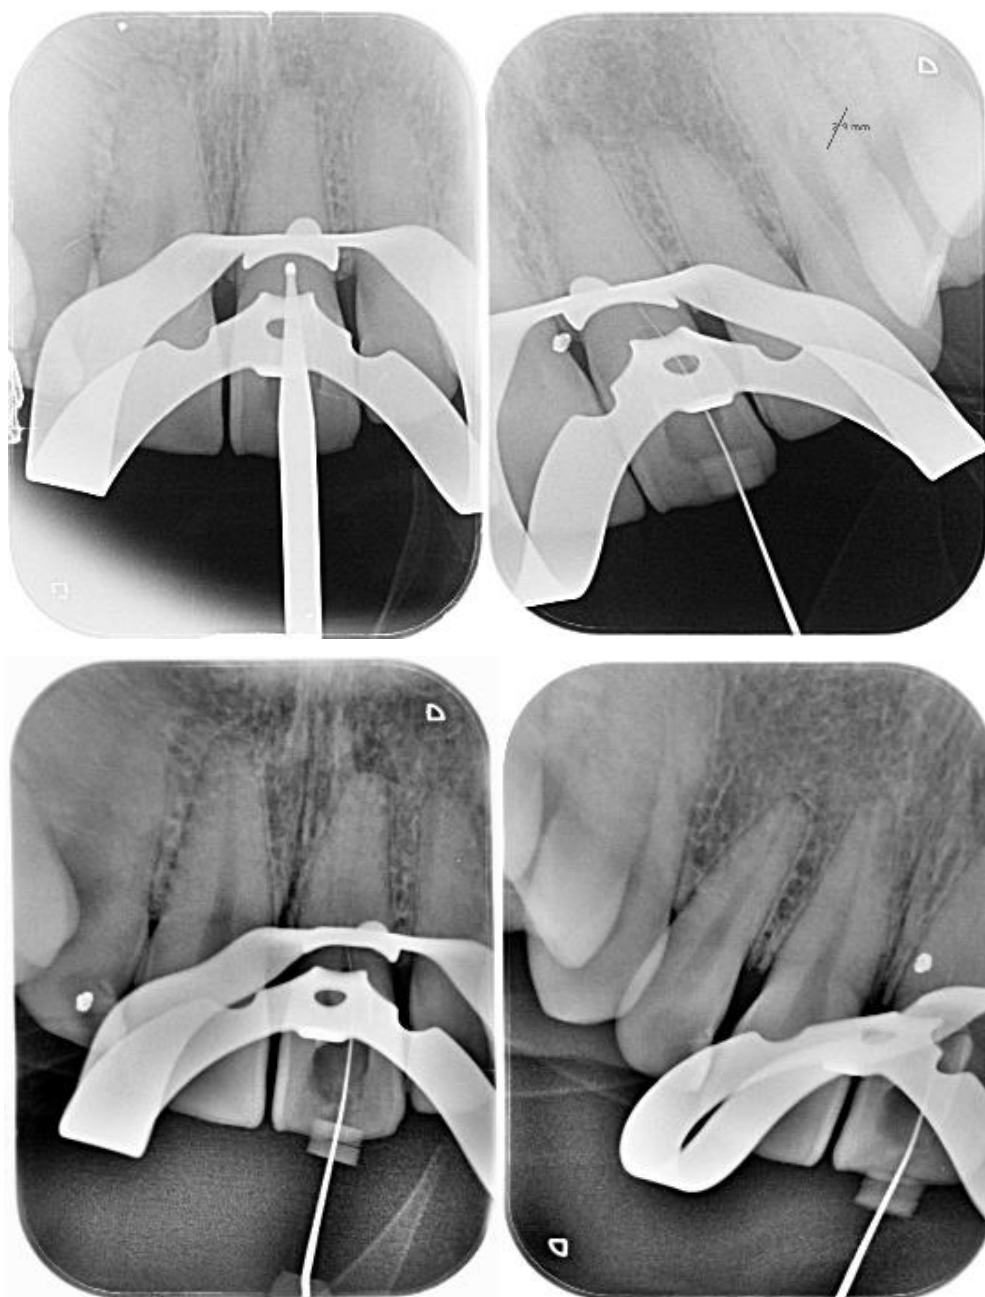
Radiografias Periapicais mostrando a localização da entrada do canal radicular, sem presença de desvios.
